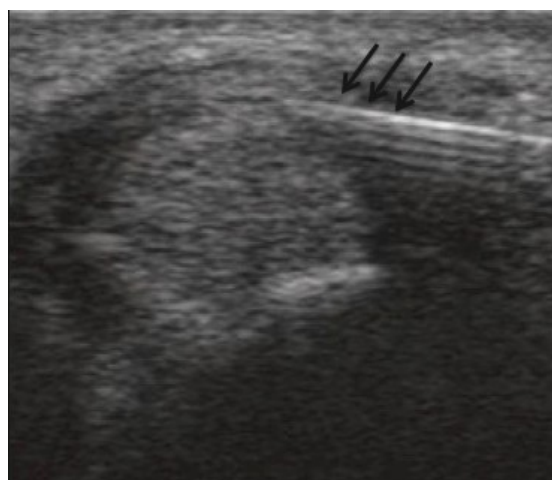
infiltration sous guidage échographique d'une ténosynovite de De Quervain. L'aiguille (flèches) est mise en place sous le rétinaculum épaissi.
